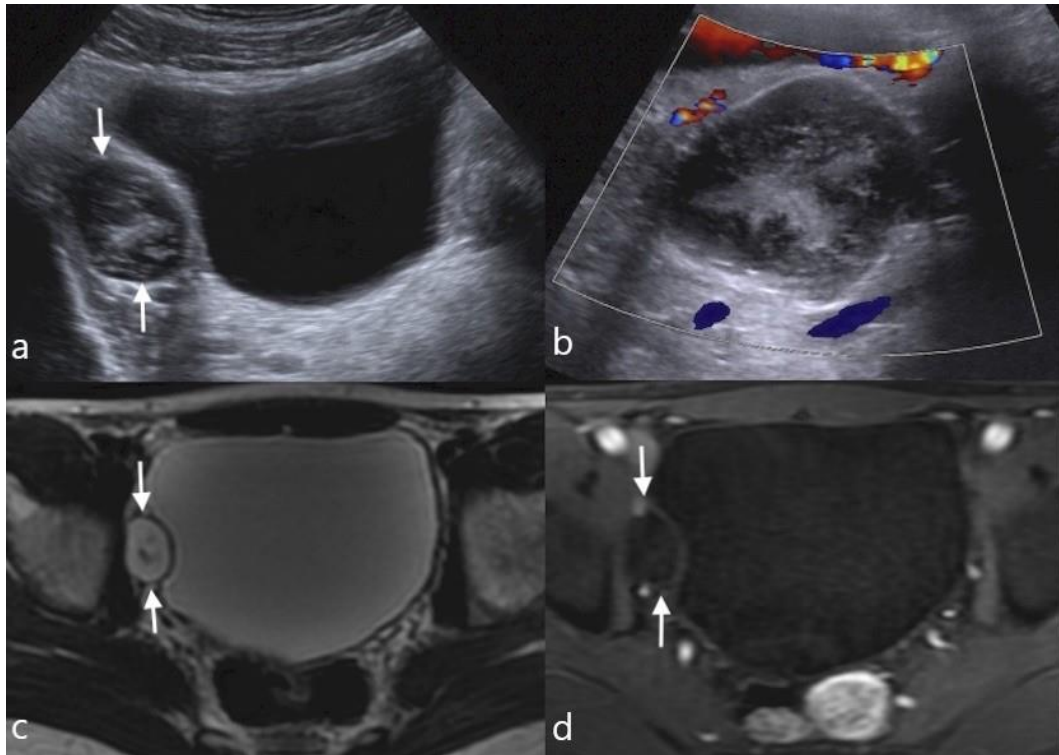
a- Ultrasonography revealed a heterogeneous, well circumscribed mass adjacent to the bladder (arrows). b- The lesion had no flow on Doppler ultrasonography c- On T2-weighted MR image, the lesion was in contact with the bladder and with heterogeneous hyper intense signal compared to muscle (arrows). d- On T1-w post contrast image no contrast enhancement was revealed (arrows).
